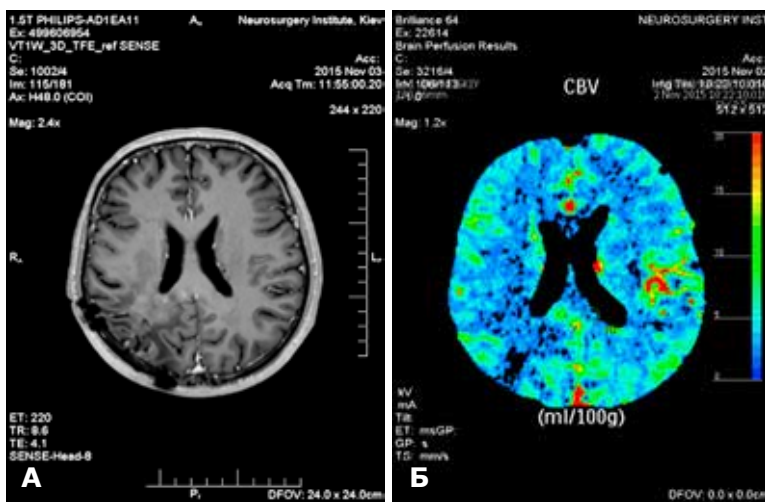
Та сама хвора. Стан через 6 міс після CPX рецидиву гліобластоми: А – магнітно-резонансна терапія. Вогнище не візуалізується у T1-зваженому зображенні з контрастуванням; Б – комп'ютерна томографія. Показники об'єму і швидкості кровотоку низькі (гіперперфузія). Безрецидивний період – 11 міс
